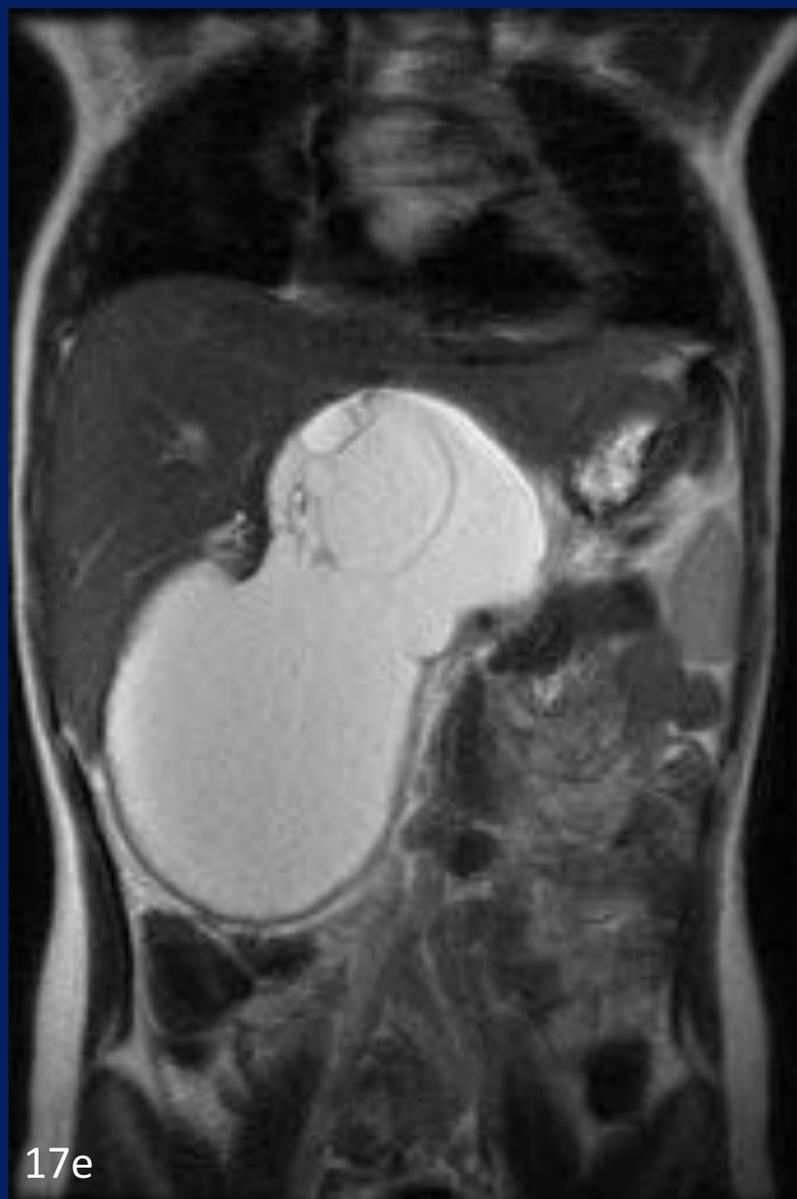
Cont. Malformación linfática mesentérica: (e,f y g) RM de abdomen sin y con contraste. (e). Coronal T2, (f) Axial T2 con saturación grasa y (g). T1 con contraste. Masa predominantemente quística, con septos delgados, sin adecuado plano graso de separación con el hígado.
